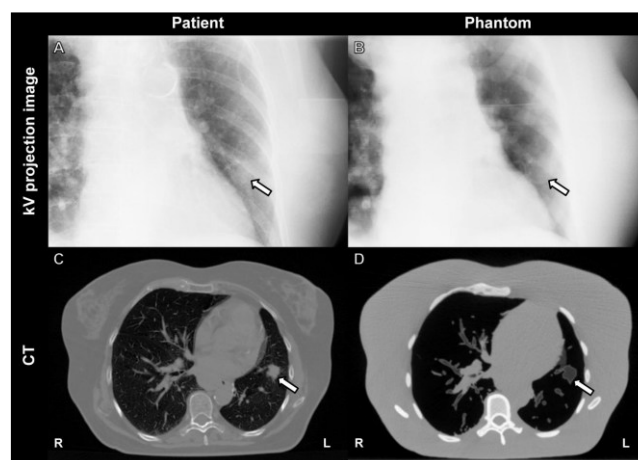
Imagem de projeção kV adquirida na direção antero-posterior (A+B) e um corte transversal de uma TAC (C+D) do doente (A+C) e do fantoma impresso em 3D (B+D). As setas indicam a localização do tumor na metade inferior do pulmão esquerdo. Para as imagens kV, o posicionamento e a fase de respiração do doente diferem do posicionamento e da fase de respiração que foram utilizados para o fabrico do fantoma, o que contribui para as diferenças nestas imagens. Nas imagens do paciente, são visíveis mais detalhes nos pulmões e atrás do coração em comparação com as imagens do fantoma (uma vez que as estruturas <1 mm não foram impressas). R = direita, L = esquerda. Adaptado de [28].
